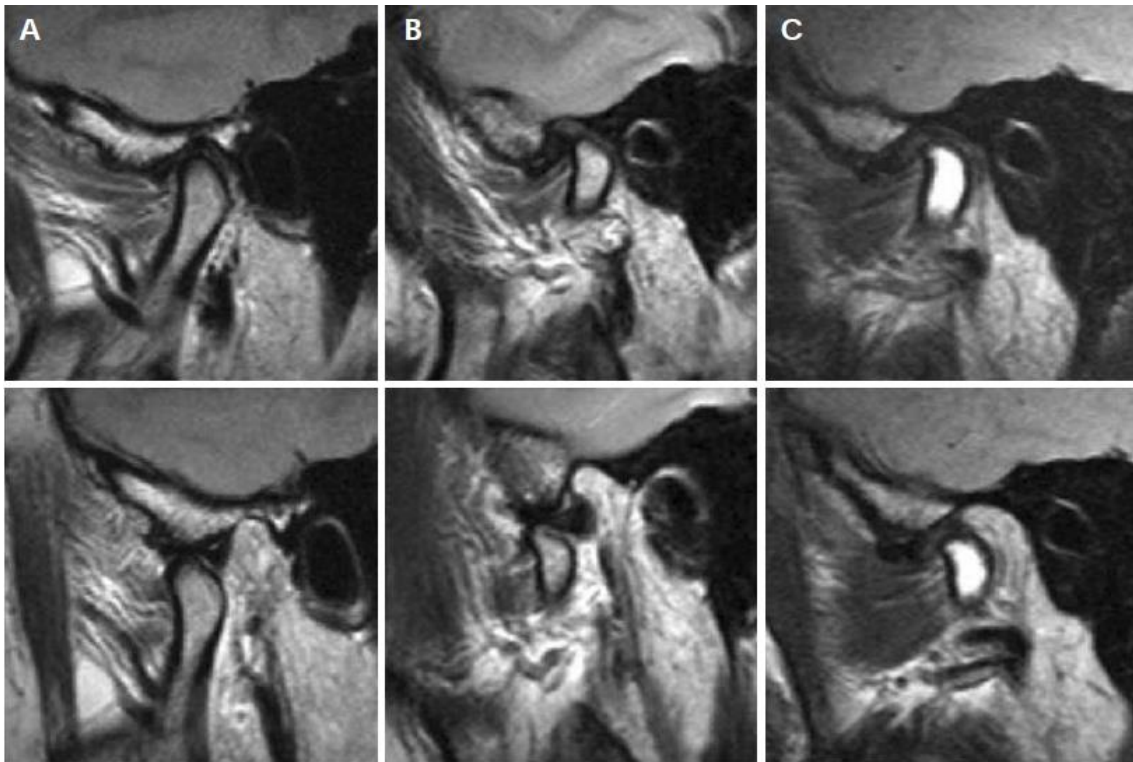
Imagen de RM mostrando las diferentes posiciones discales. A/ Comportamiento normal del disco articular tanto en boca cerrada como con la apertura oral. B/ *DDAcR*: existe un desplazamiento hacia anterior del disco con boca cerrada pero la relación cóndilo-disco-eminencia se corrige con la apertura oral. C/ *DDAsR*: la región posterior del disco se sitúa anterior al cóndilo tanto en boca cerrada como con la apertura oral (90).
